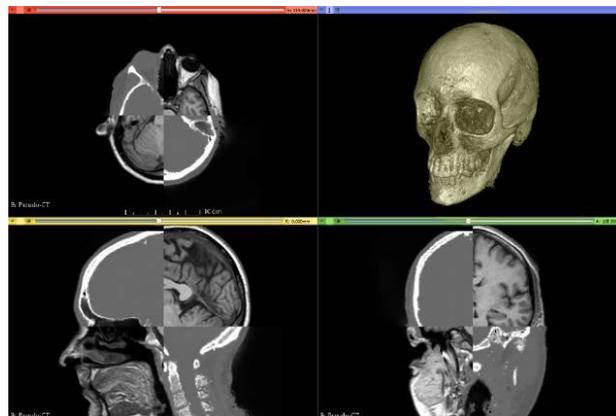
Resonancia magnética.²⁷
